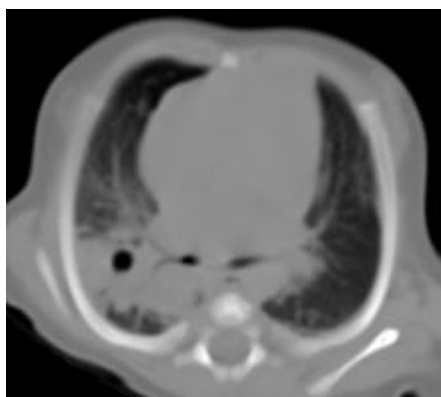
TC tórax que apresenta extensas áreas de consolidação com broncograma aéreo bilateral e pneumatoceolos localizados na consolidação direita.
